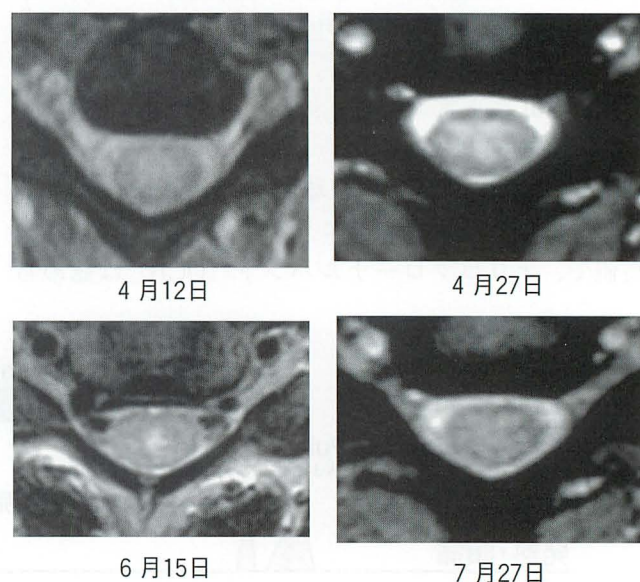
b 本例の頸髄 MRI 像の経過 (横断像)
